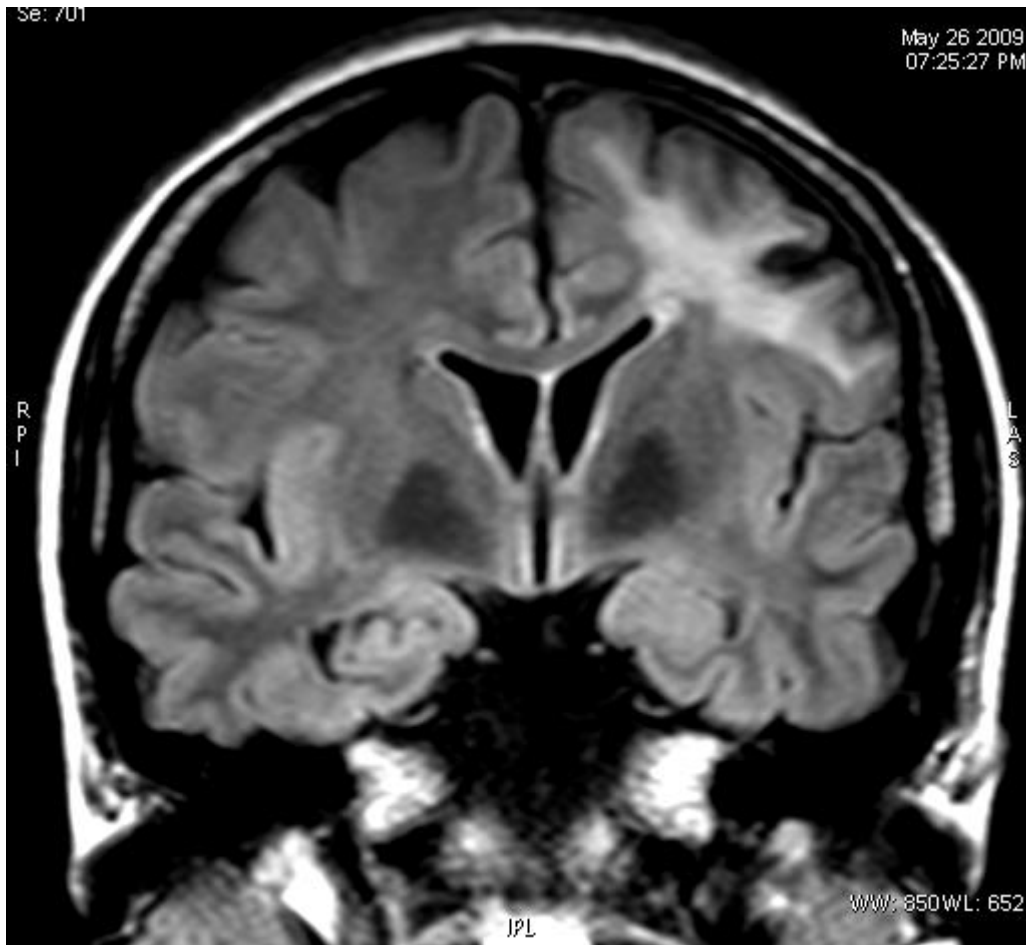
T2 FLAIR AXIAL. Se observa adelgazamiento de la corteza cerebral en la 2ª circunvolución frontal izquierda con gliosis subcortical adyacente la cual se identifica como imagen hiperintensa.
